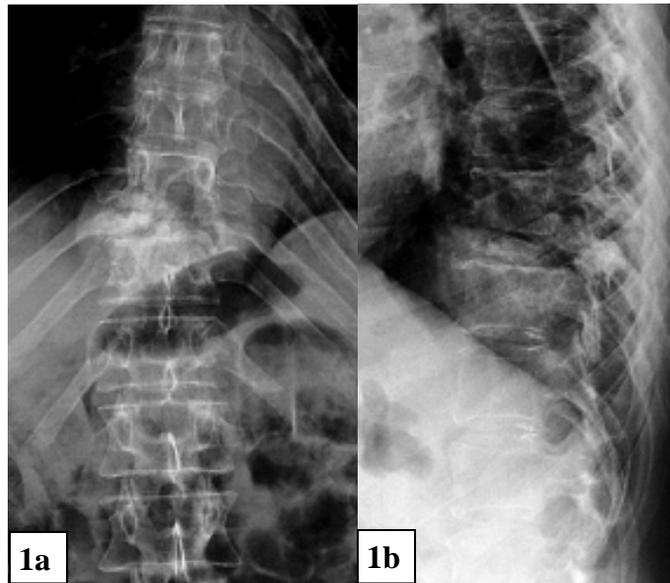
Die Röntgendarstellung des thorakolumbalen Überganges in a) a.p. und b) seitlichem Strahlengang zeigt einen fast vollständigen, tumorbedingten Wirbelkollaps des BWK 10 aufgrund eines Metastasen bedingten Wirbelsäulenbefalls.
